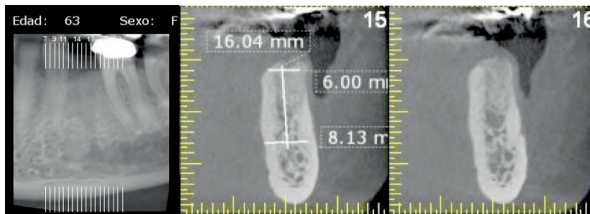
Tomografía de haz cónico a 6 meses posextracción en la que se observa volumen óseo suficiente para colocar un implante.
